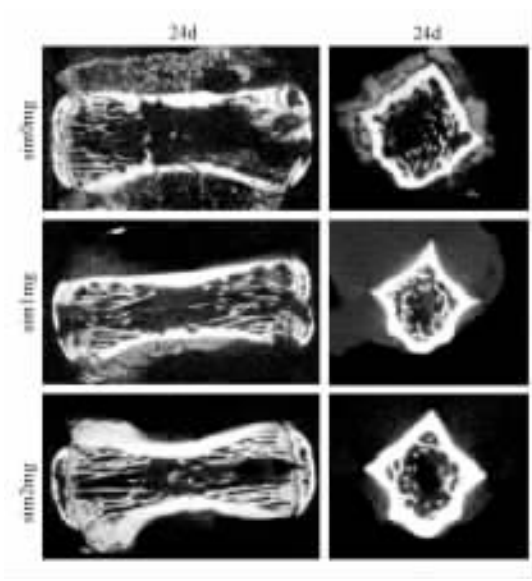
尾椎注射辛伐他汀后 24 d 轴状位、矢状位 Micro-CT 扫描。肉眼可见相比于对照组辛伐他汀治疗组骨皮质明显增厚,骨小梁密度明显增高
